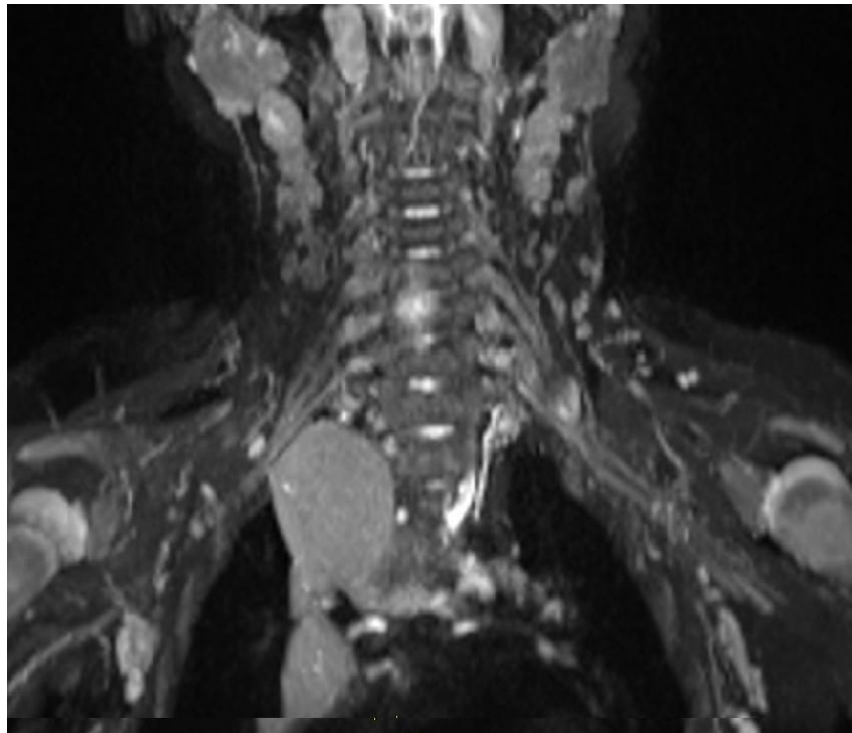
BN Phạm Bình A. nữ 2 tháng tuổi : hình A hướng coroa thấy tổn thương ĐRTKCT trái tạo u thần kinh sau chấn thương dính giữa các rễ C5-C6, C7-C8 và đứt T1 co rút về phía nguyên ủy. Do tổn thương phức tạp, BN được phẫu tích và tiến hành chuyển TK từ TK hiển và TK trụ đoạn cẳng tay (hình B : lược đồ phẫu thuật tại bệnh viện Việt Đức).
